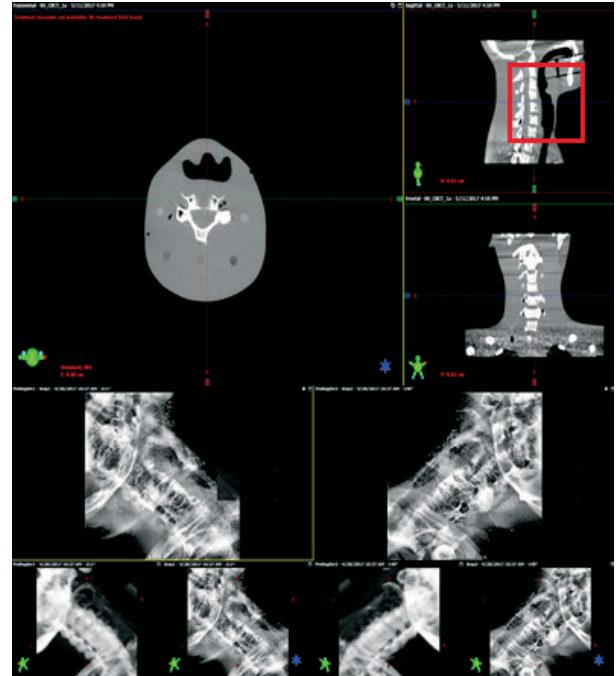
Set ROI in CBCT and ExacTrac
